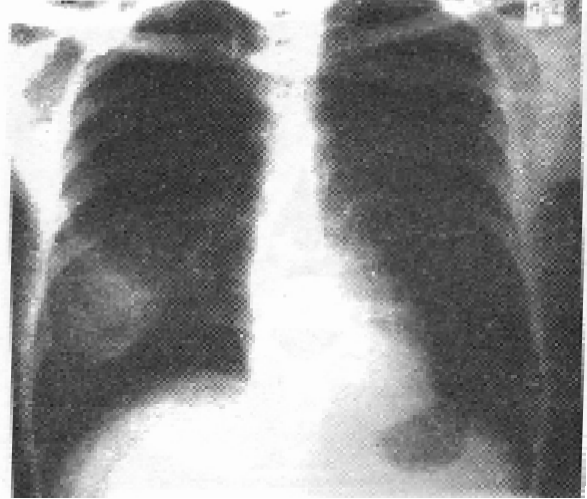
CAT'de osteosarkom metastazı içinde kalsifikasyon görülmesi; aynı hastanın operasyondan önce ve sonraki AP akciğer grafisi.
